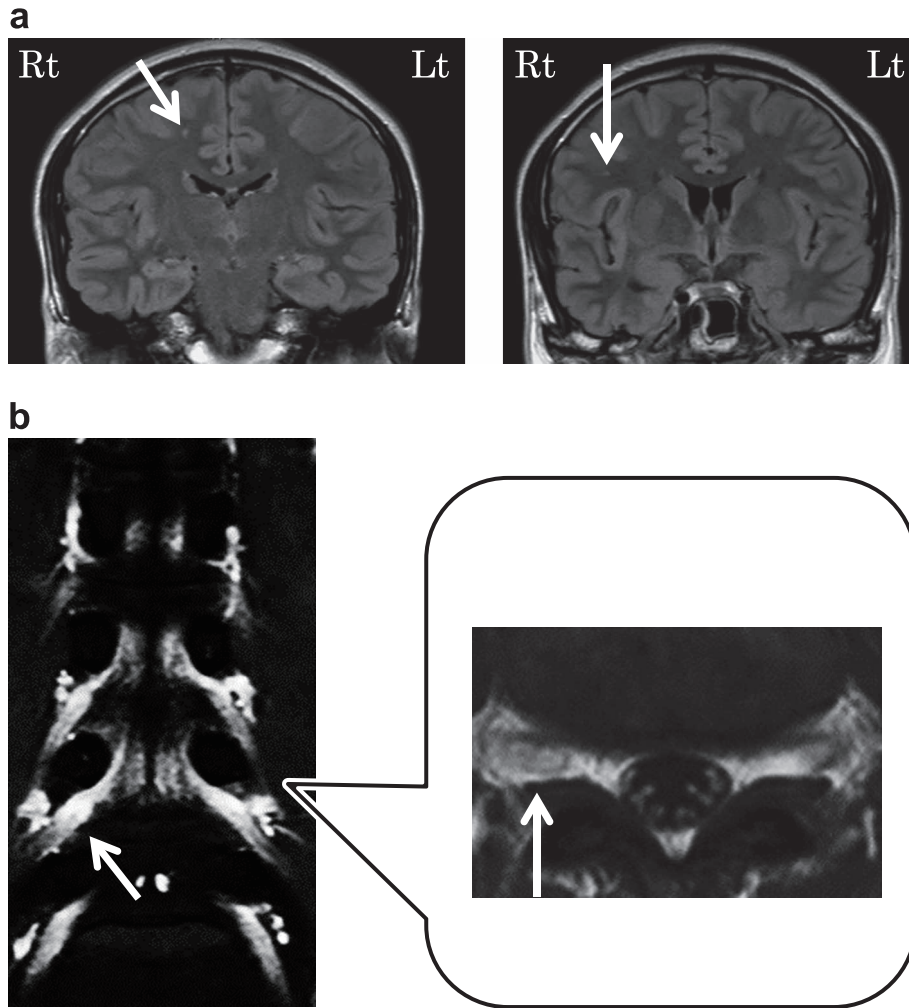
Magnetic resonance imaging scan of the subject's brain and spinal cord in July 2015.
